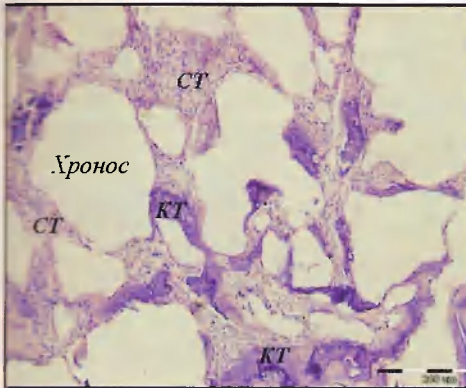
№ 1. Внутри пор керамики Хронос формирование рыхлой соединительной ткани (СТ) и отдельных незрелых костных трабекул (КТ). 2-я группа животных. 30 суток после имплантации. Окраска гематоксилином и эозином. X200.
